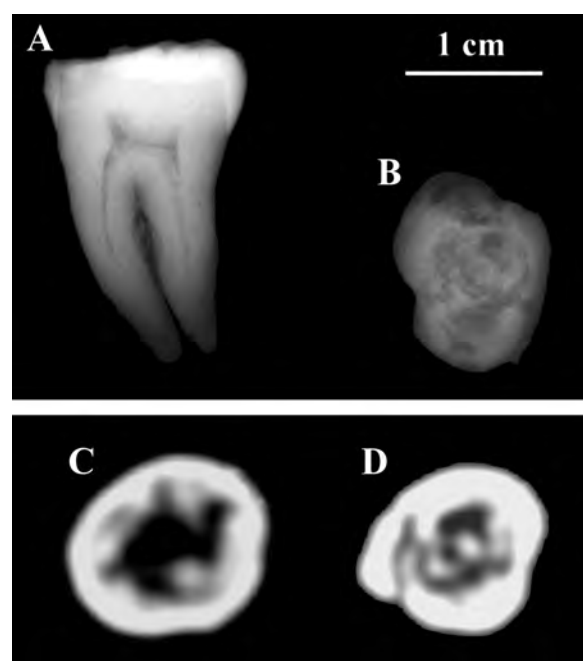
A. Radiographie d'une molaire provenant de la sépulture collective mésolithique. B. Radiographie du spécimen. C. et D. Deux coupes réalisées au scanner perpendiculairement à son grand axe. Radiographie : H. Reyckler (Cliniques Universitaires Saint-Luc). Scanner : S. Louryan (Université Libre de Bruxelles).
